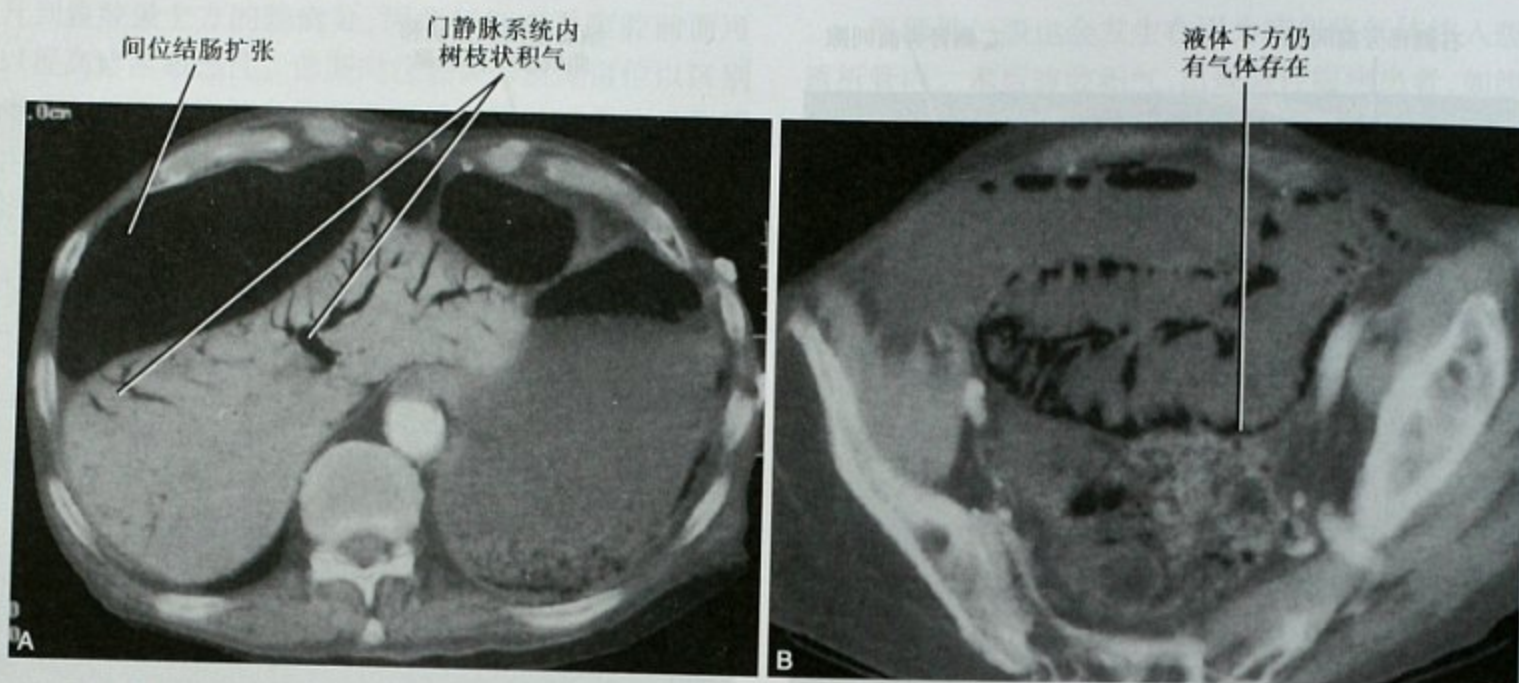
CT 横断位图像, 近期心脏骤停复苏后出现腹部膨隆的患者, 显示 (A) 广泛门静脉积气伴 (B) 结肠肠壁积气
